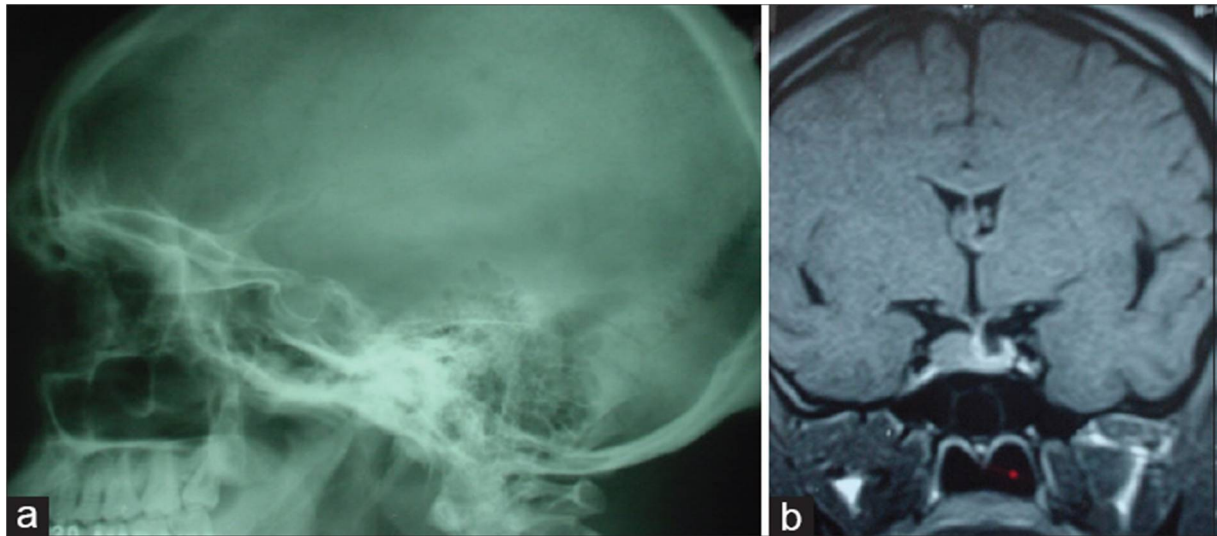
(a) radiographie latérale de la selle turcique montrant une selle de taille normale ; et (b) IRM coronale pondérée en T1 avec contraste montrant un microadénome confiné à un lobe unilatéral de l'hypophyse [122].
